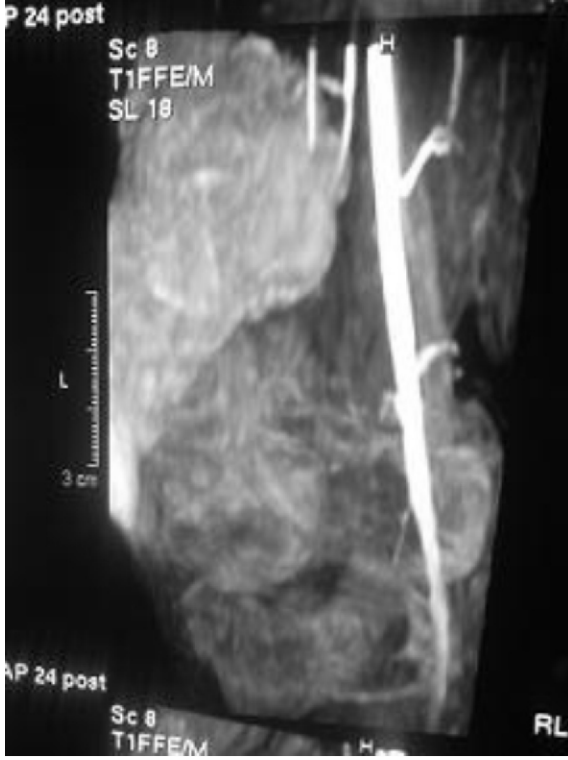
Ameliyat öncesi T1A sagittal planda MRI görüntüsü: Kasa göre daha yoğun kitle.
